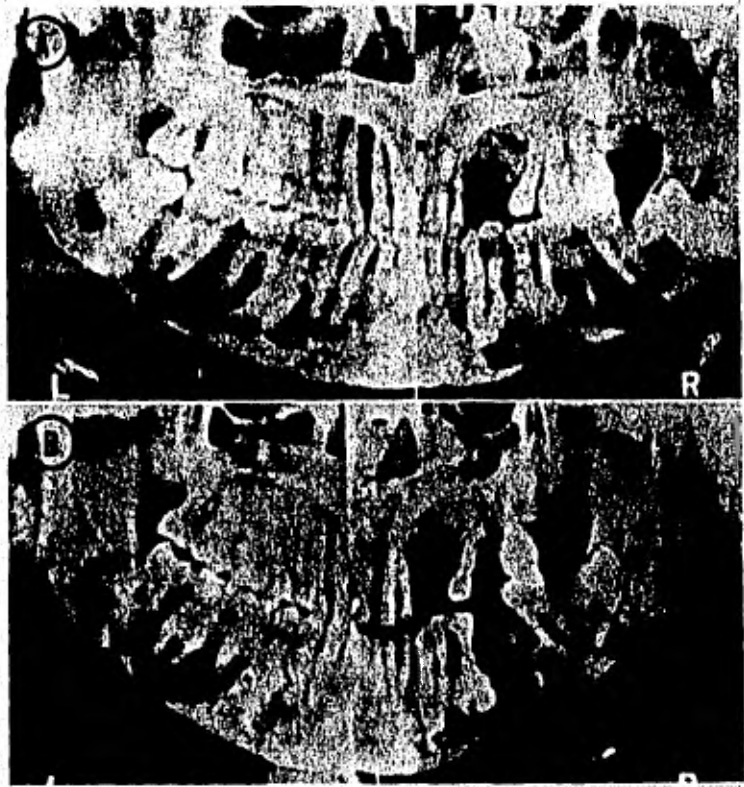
A. Radiografías de una mujer negra de 48 años de edad, en 1967 presenta fusión de grandes y pequeñas masas escleróticas en las raíces de los dientes quirúrgicamente confirmada en SBC. En la mandíbula posterior derecha y -- con parcial absorción de la raíz del primer molar de la -- mandíbula derecha.
